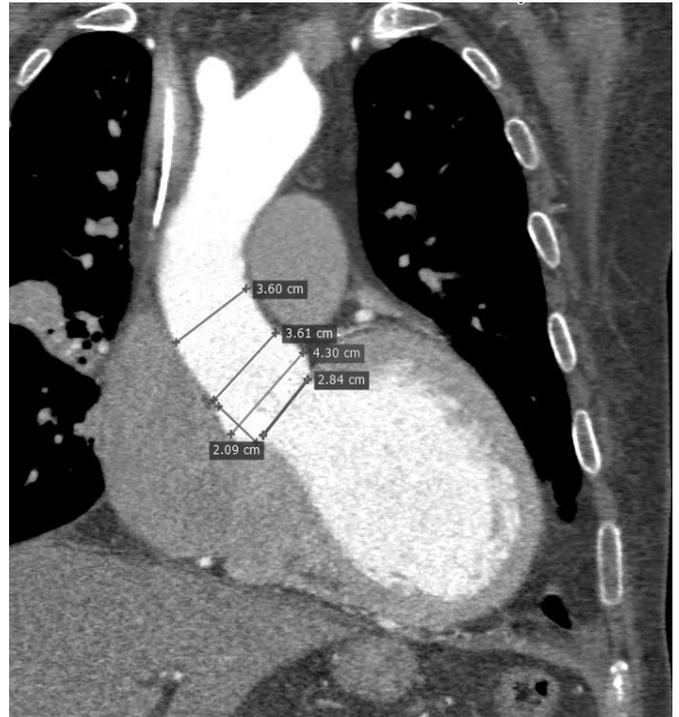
МСКТ грудной аорты с контрастированием. Оценка параметров корня аорты.
